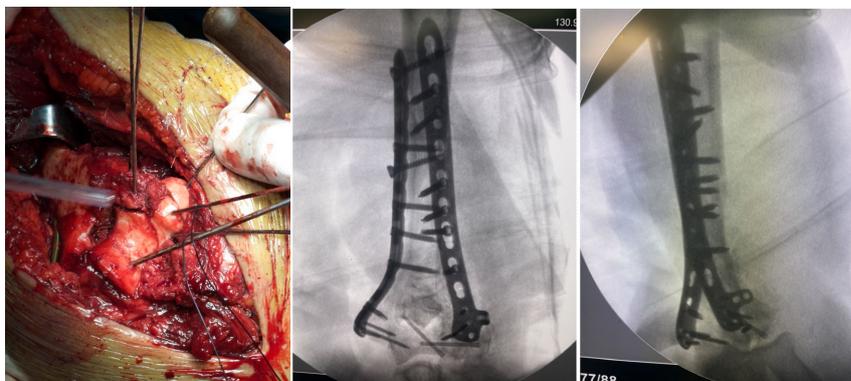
Intraoperative findings and C-arm fluoroscopy with anteroposterior and lateral radiographs
